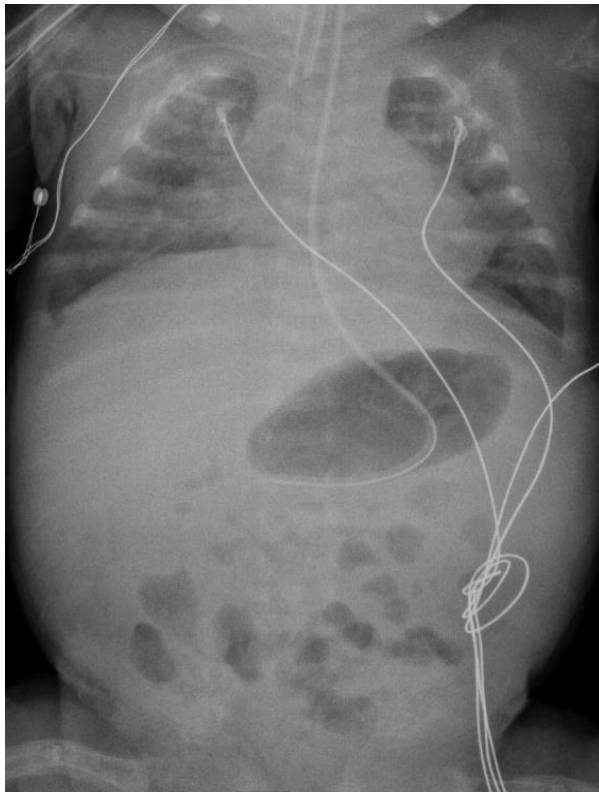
Тот же пациент Т. с БЛД (И/б №85835/А20). Традиционная рентгенограмма через 2 суток, идентичные изменения с нерезко выраженной положительной динамикой
